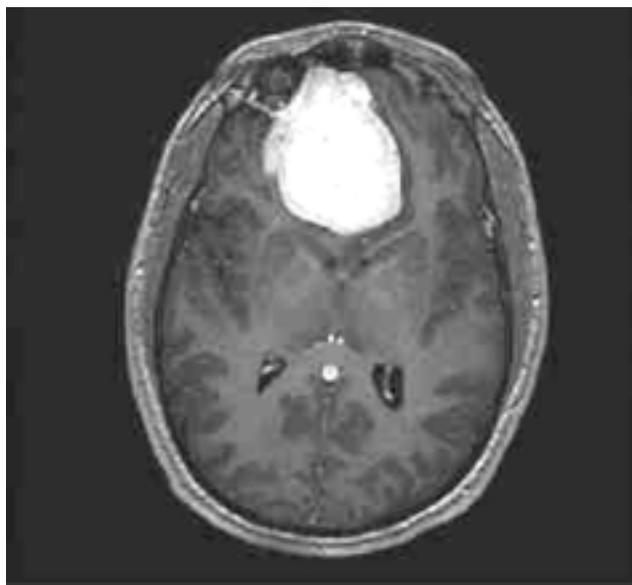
IRM preoperatoria con contraste
